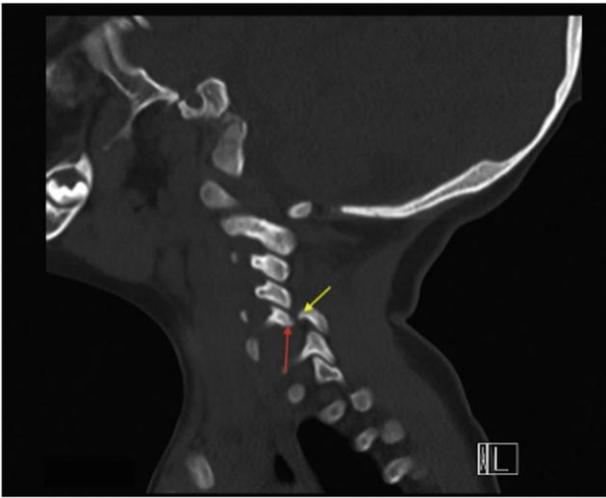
TAC sagital de la espina cervical que demuestra el pedículo izquierdo ausente en la vértebra C5 y una displasia dorsal ipsilateral articular del pilar y lámina.
